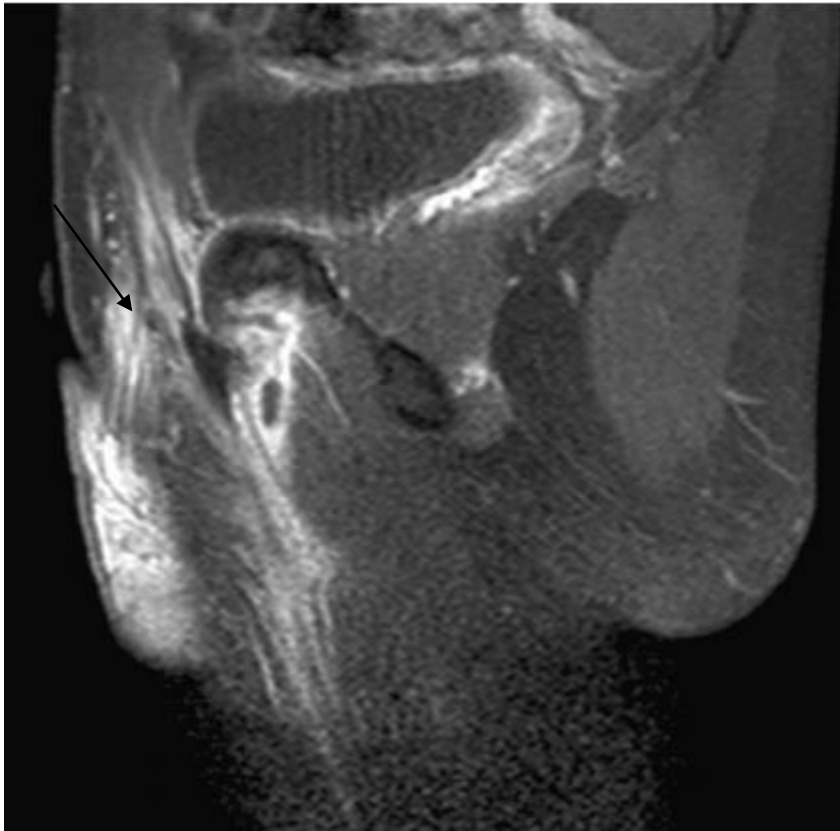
IRM. Lésion traumatique aiguë avec désinsertion des longs et court adducteurs gauche associée à une désinsertion du droit abdominal gauche. Visualisation de la continuité des deux lésions par une coupe sagittale jouxtant la symphyse (flèche) [1].
